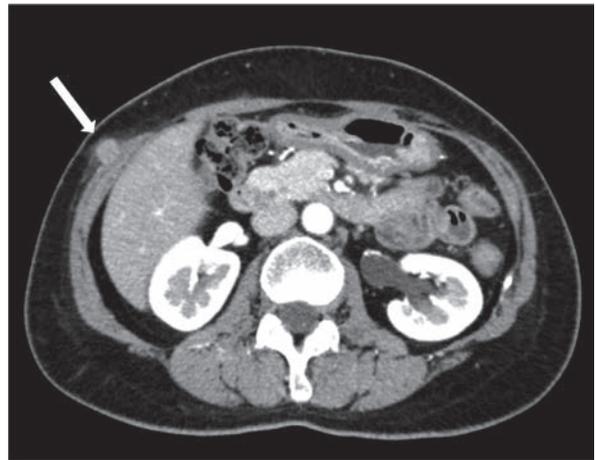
staging laparotomy前CT画像
